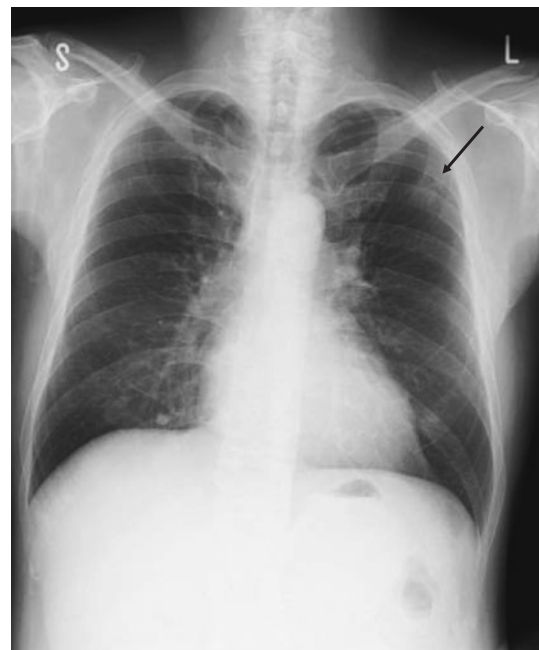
A chest X-ray film shows a nodule in the left upper lung field (arrow).
